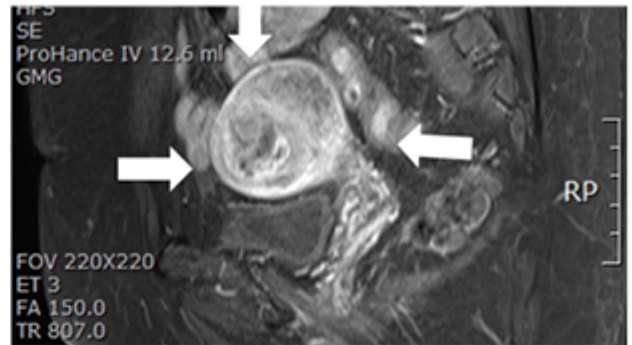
a, MRI T1-Endometrial Stromal Sarcoma, low to intermediate signal
